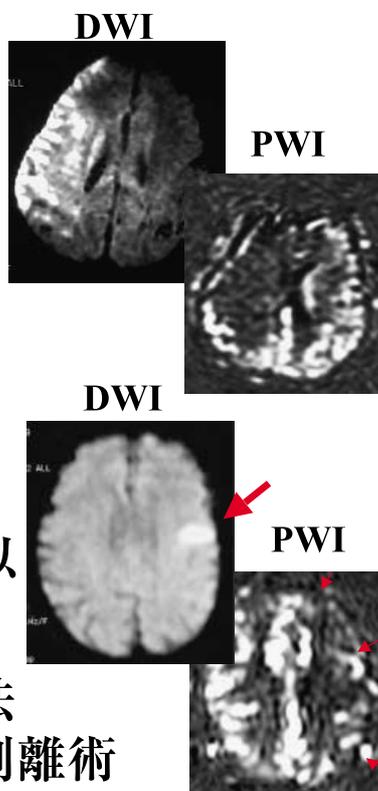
stroke MRI による治療方針の決定
